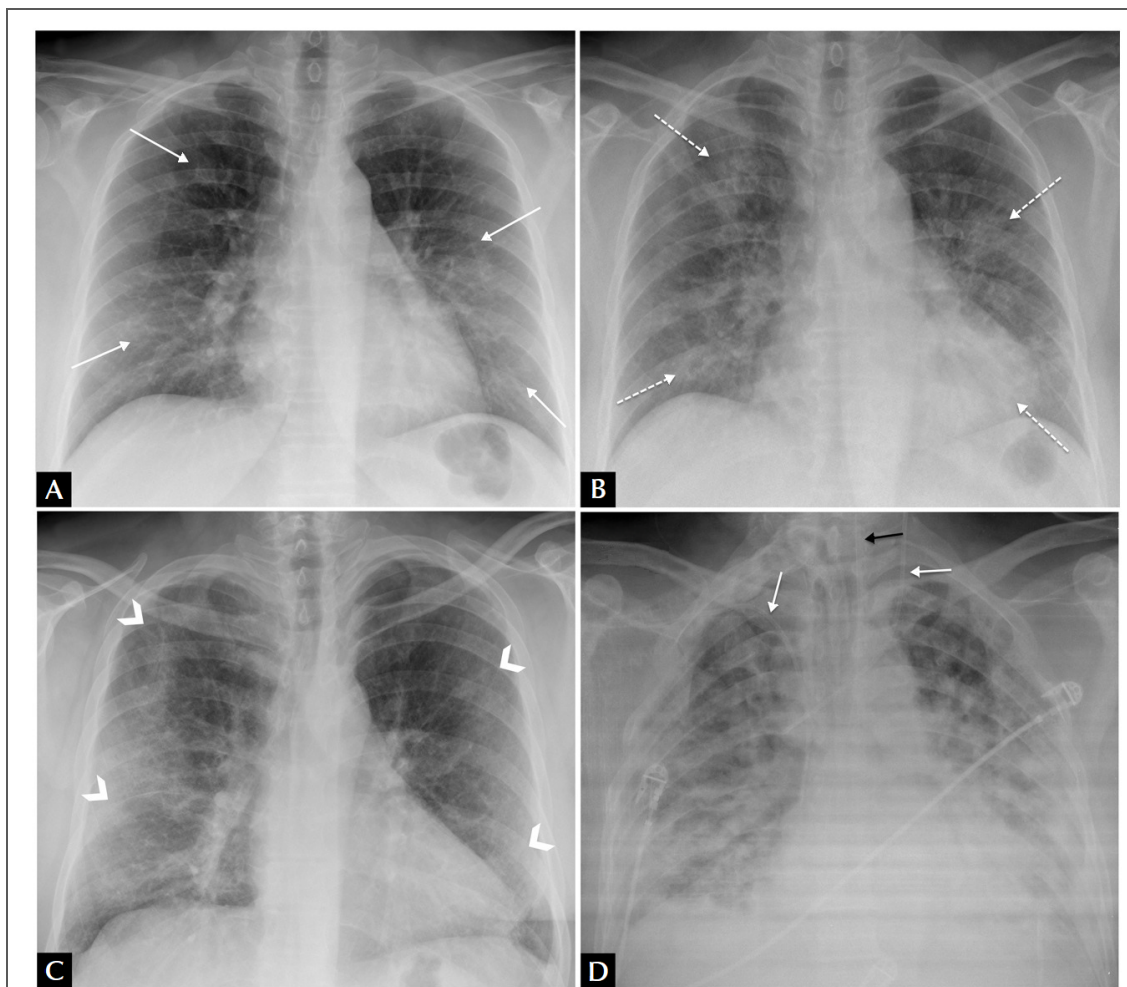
Troballes típiques de la pneumònia per COVID-19 en la radiografia de tòrax posteroanterior
